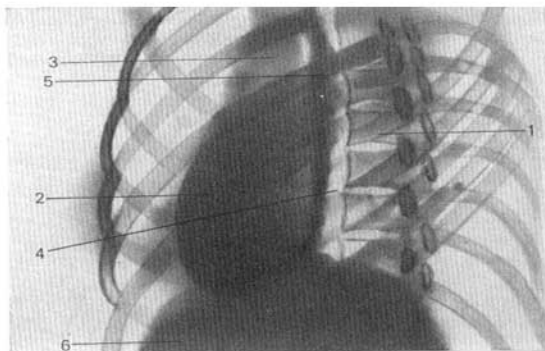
Radiografía del esófago; proyección lateral.
